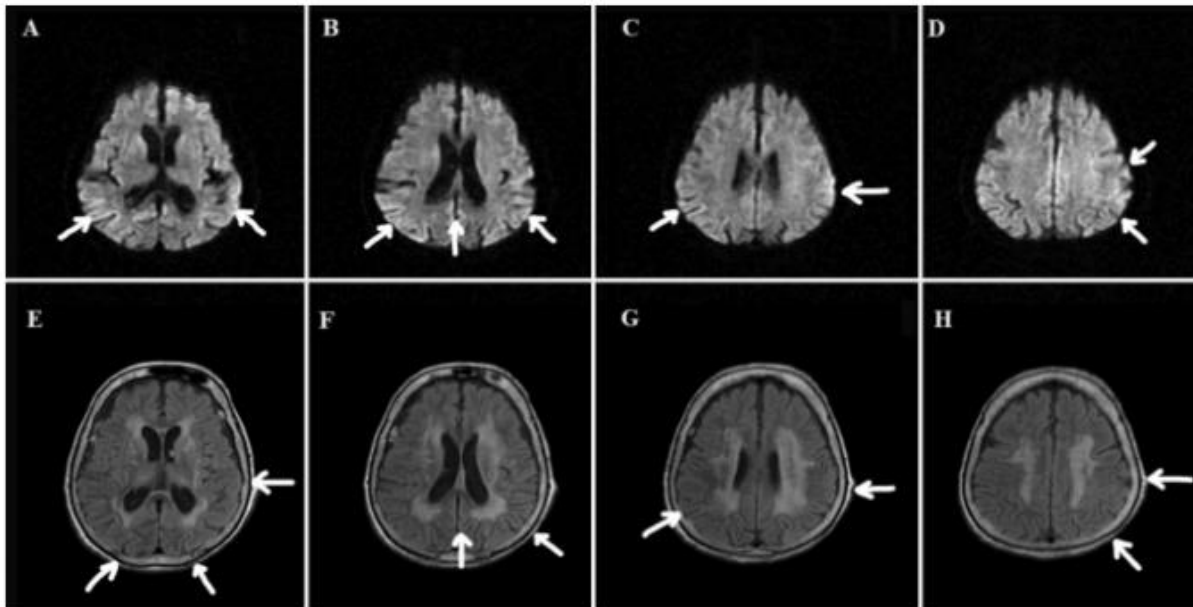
Brain MRI findings in this case. A,B,C,D: Diffusion-weighted MRI shows cortical diffusion restriction in the left parietal, occipital, temporal lobes and the right occipital lobe. E,F,G,H: FLAIR examination shows hyperintensity in the same regions
